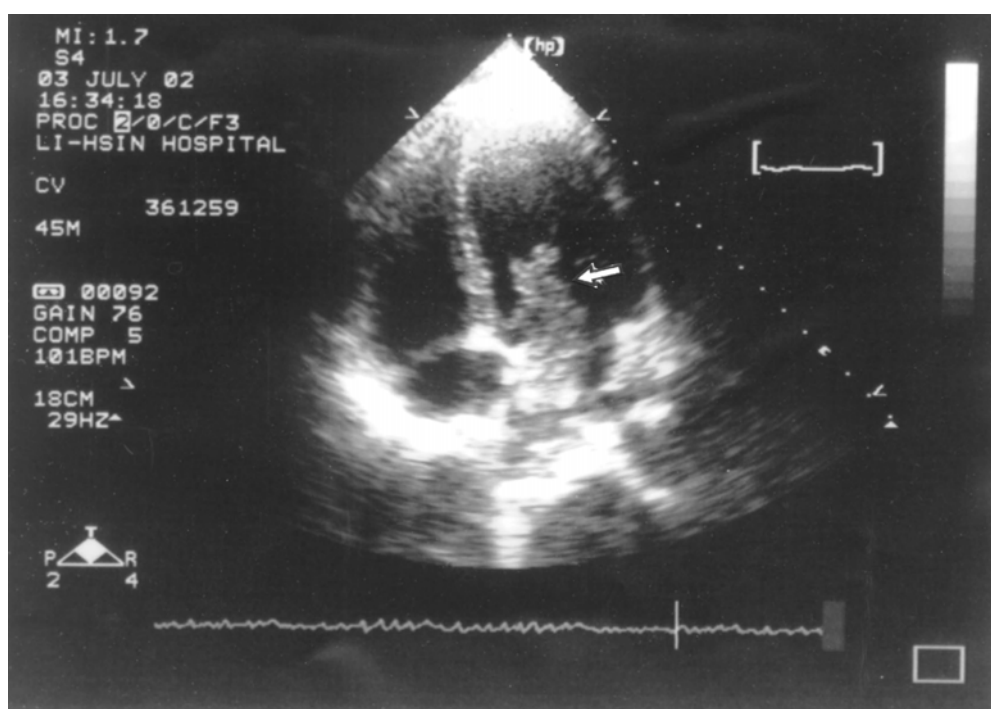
2-D 心臟超音波顯示左心房内有一腫瘤組織，該腫瘤附著於心房中隔且表面不規則。
